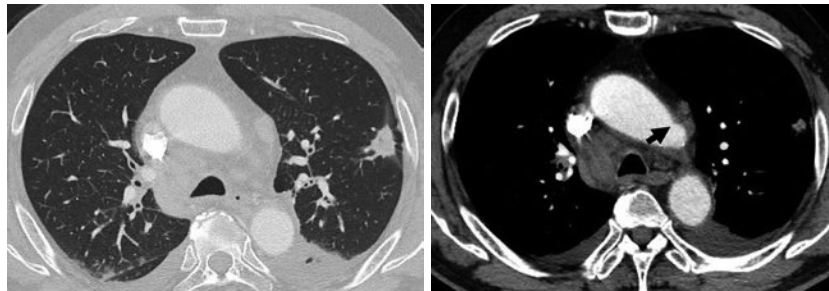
治療前の胸部造影 CT. 左上区に indentation を伴う 22 mm 大の結節陰影と肺門縦隔リンパ節腫大, 心タンポナーデによる心不全を原因とする両側胸水が観察され, 大動脈弓部の血管壁に微小な造影欠損 (矢印) が認められた.
